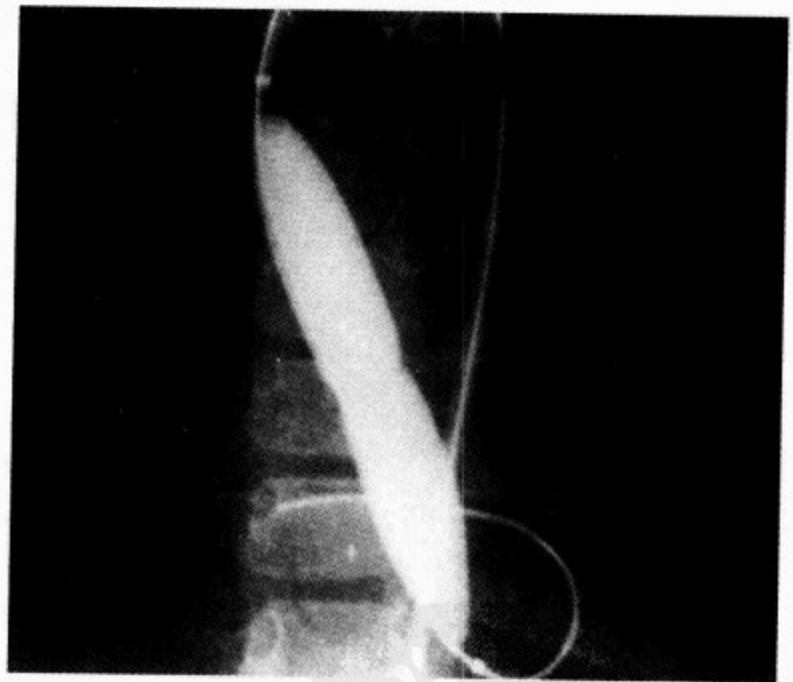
主动脉瓣狭窄患者升主动脉内 Doppler 探查
